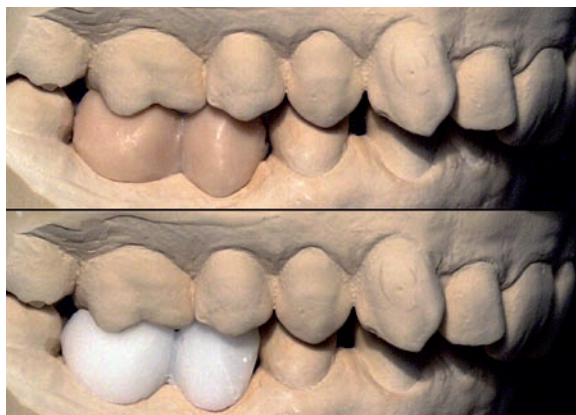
Das Wax-Up (oben) wird 1:1 in röntgen-opake Zähne umgesetzt (unten).
